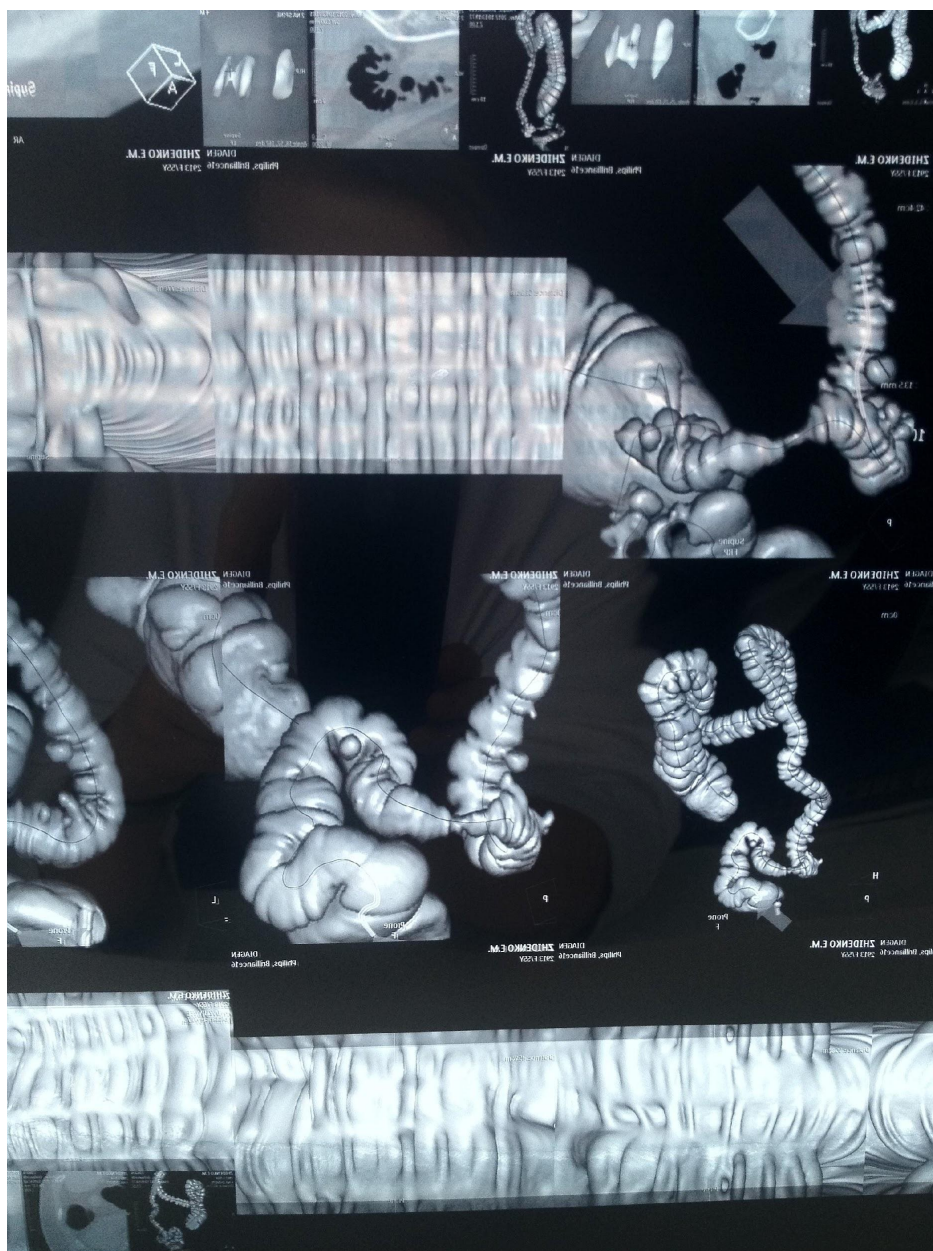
Виртуальная колоноскопия. Рельеф слизистой толстой кишки представлен в виде полосы внизу томограммы
